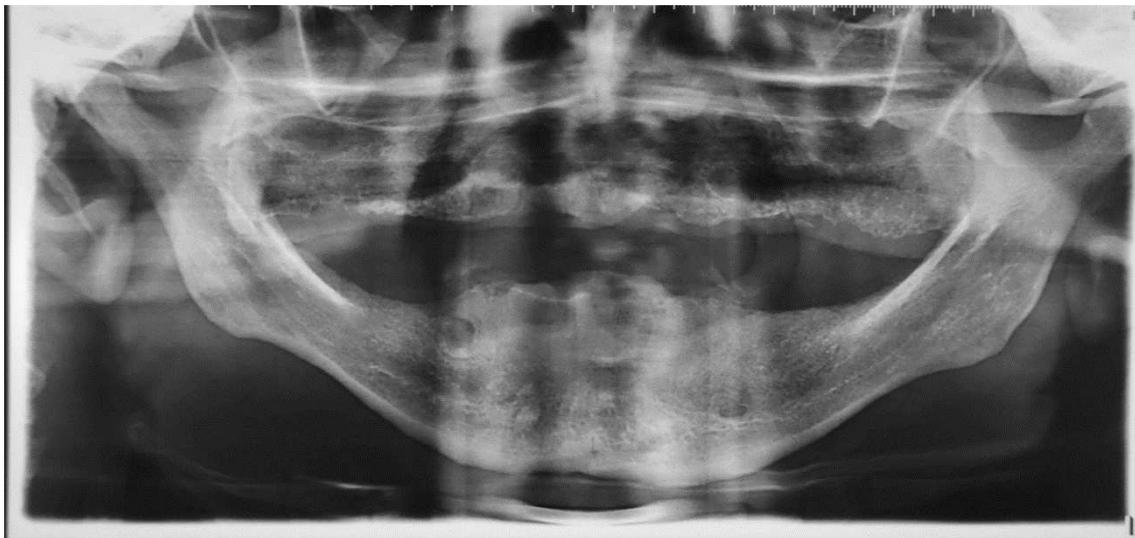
Radiografia panorâmica de 6 meses de pós-operatório mostrando neoformação óssea.
